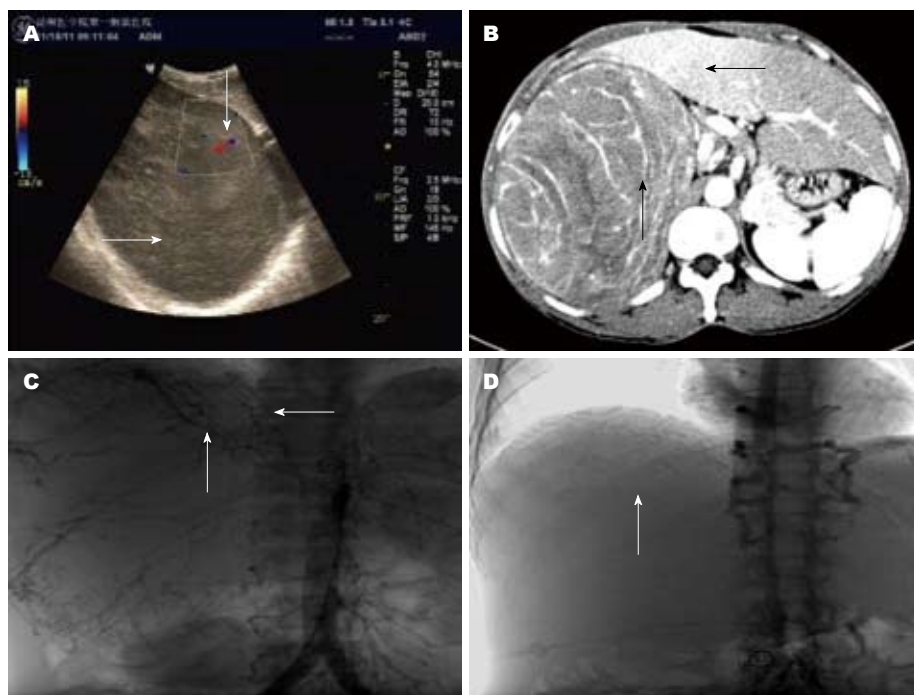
肿瘤的术前影像及行栓塞治疗影像图。A: 腹部B超检查示肿瘤位于右上腹, 病变为实性包块, 边界清, 有包膜(→), 运动度似与肝脏不一致, 肿瘤供血血管血流丰富(↓); B: 腹部CT检查示肝右叶(←)巨大肿块向肝外生长, 边界清楚, 强化程度低于正常肝脏组织, 肿瘤供血血管丰富(↑); C: 介入栓塞术前DSA检查示右上腹部巨大肿瘤, 供血血管丰富, 主要由肝右动脉(↑)、右膈动脉(←)、L1右侧腰动脉及右肾动脉起始部一支动脉(考虑腰动脉)参与供血; D: 介入栓塞术后DSA检查示可见行栓塞术后, 以上的供血动脉主干存在, 肿瘤血管血供减少(↑)。
